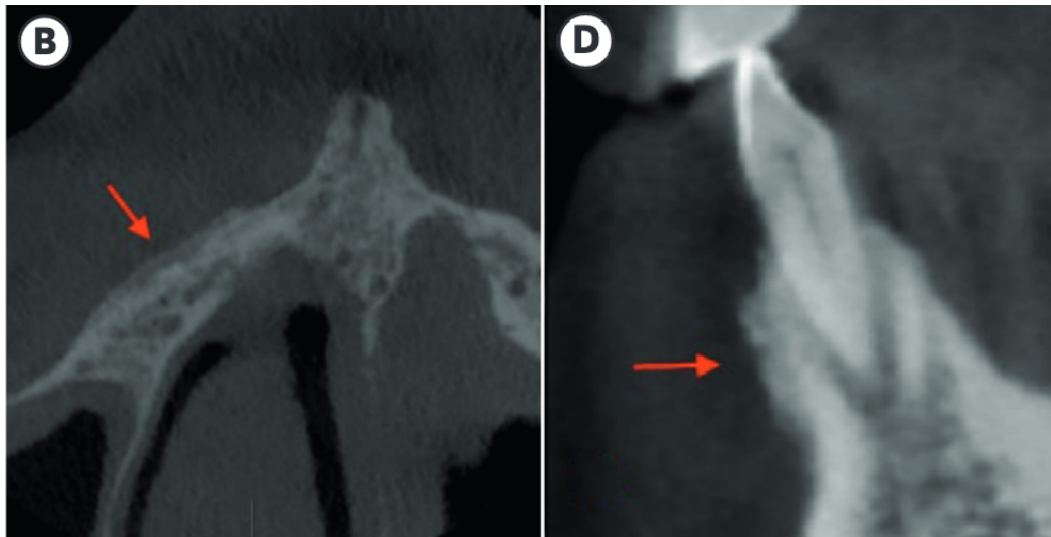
Imagens de CBCT com evidência de reação periosteal (setas vermelhas). B- reação periosteal paralela; D- reação periosteal irregular. Retirado de (Jalali et al., 2023).
